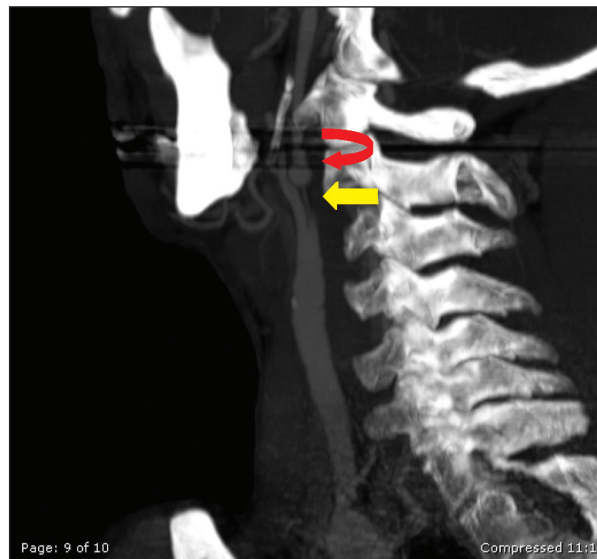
Angiografia por tomografia computadorizada demonstrando estenose grave da porção distal da artéria carótida interna (seta amarela) com pseudo-aneurisma associado (seta vermelha).
